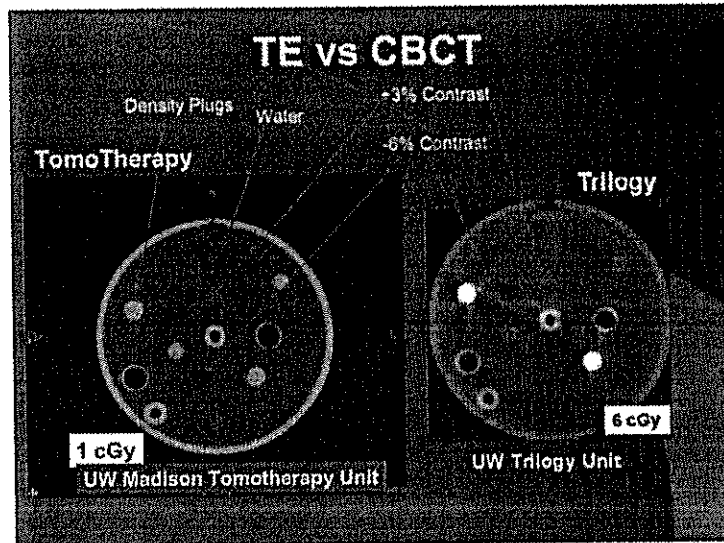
Confronto fra la tecnica CBCT e la IGRT della Tomoterapia (CTrue™)
